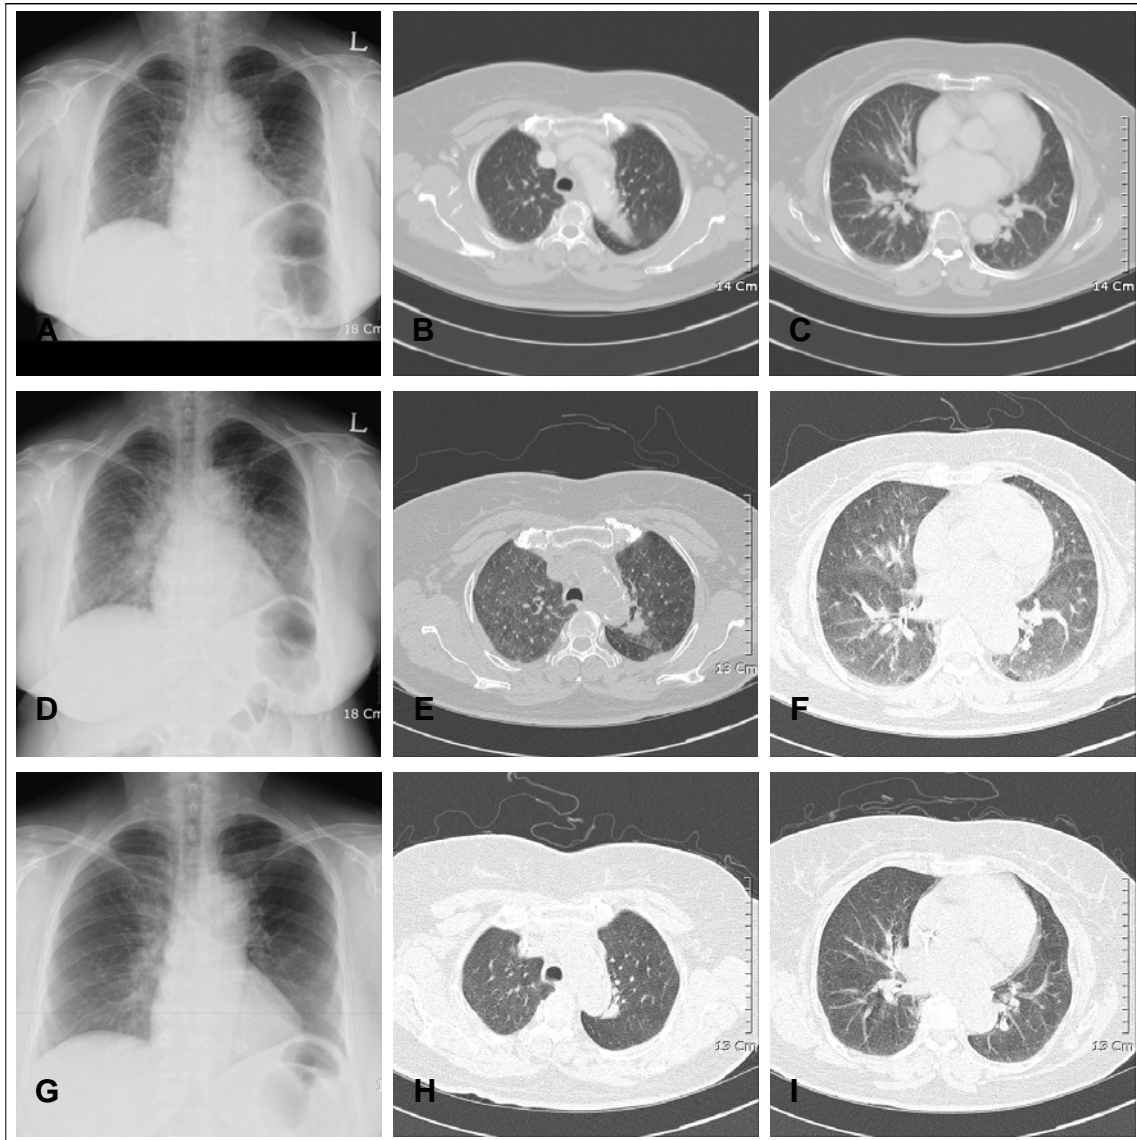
Chest X-ray and chest CT showed that the primary malignant mass in LUL with atelectasis (Figure 2A) and mediastinal lymphadenopathy (Figure 2B, 2C). After transfusion, diffuse ground-glass opacities were noted on both entire lungs with some interlobular septal thickening along mild cardiomegaly (Figure 2D, 2E, 2F), which were resolved after seven days (Figure 2G, 2H, 2I)
